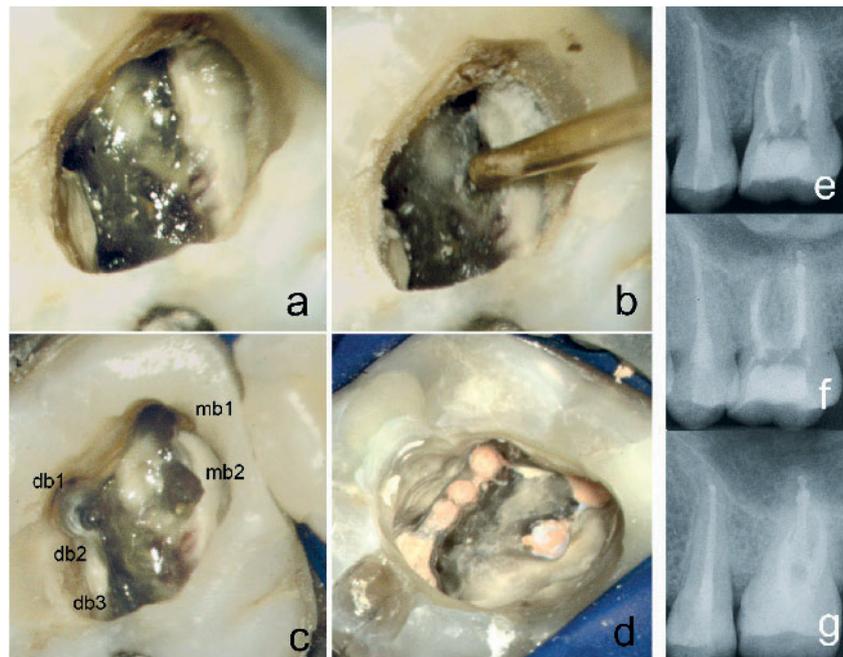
Individuelle Morphologie eines OK Molaren: a) Zustand nach Präparation der Zugangskavität; b) Darstellung des mb2 mit Ultraschall; c) db2 und db3 entlang der Fusionslinie zwischen disto-bukkalem und palatinalen Kanal; d) Zustand nach Obturation aller Kanäle; e) Röntgenkontrollaufnahme orthograd; f) Röntgenkontrollaufnahme distal-exzentrisch; g) Röntgenbefund nach 6 Jahren.
